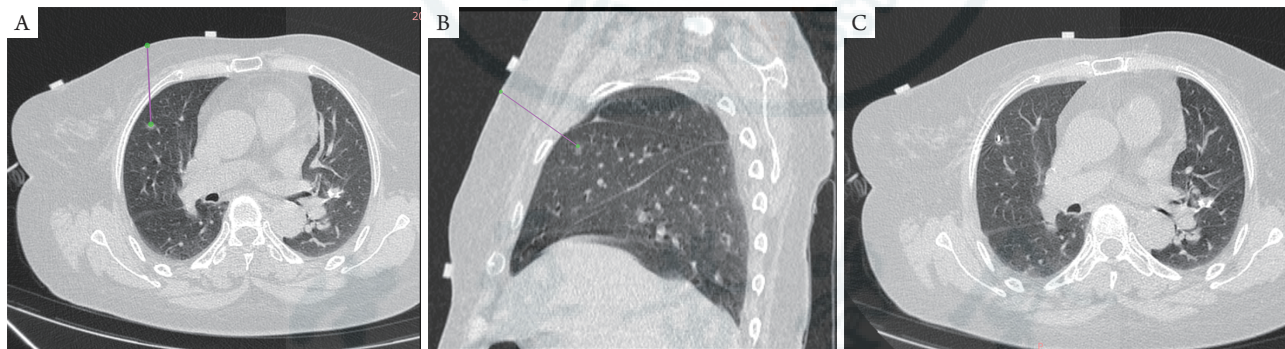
穿刺手术机器人辅助肺癌射频消融临床案例。女性患者，62岁，病灶位于右肺中叶（0.5 cm × 0.3 cm）；穿刺手术机器人手术规划系统界面显示头侧向足侧跨层面规划路径（紫色所示）横断位（A）和矢状位（B）；完成穿刺定位后CT扫描验证（C）
